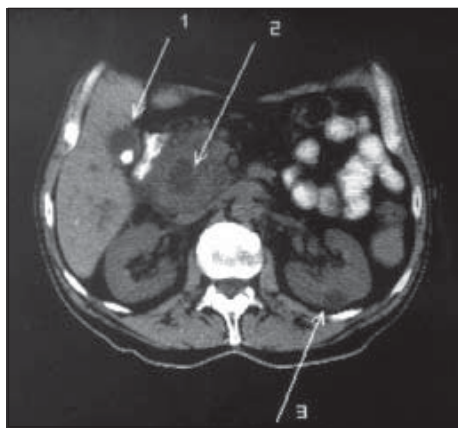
Комп'ютерна томографія. Кіста тіла підшлункової залози (2).
